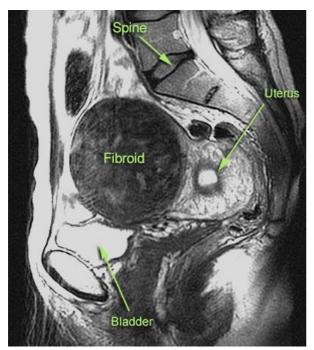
MRI view of fibroid
